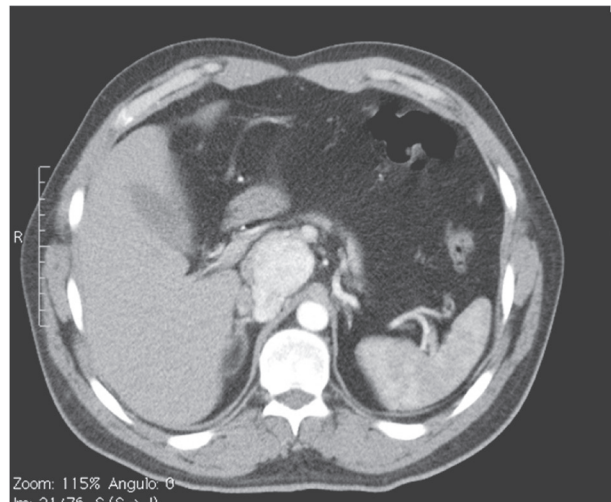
Angio-TAC abdominal. Se observan masas en contacto con estructuras vasculares, que por sus características y multiplicidad corresponden imaginológicamente a paragangliomas
